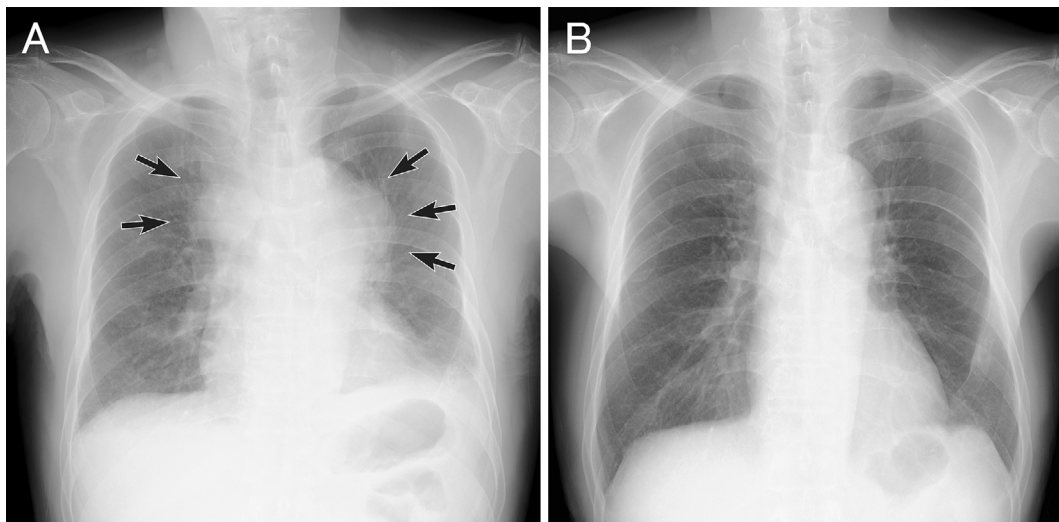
A. A chest radiograph demonstrated mediastinal widening (arrows) and left pleural effusion. B. A chest radiograph, taken after 2 cycles of pembrolizumab therapy, shows no evidence of mediastinal widening or pleural effusion.
